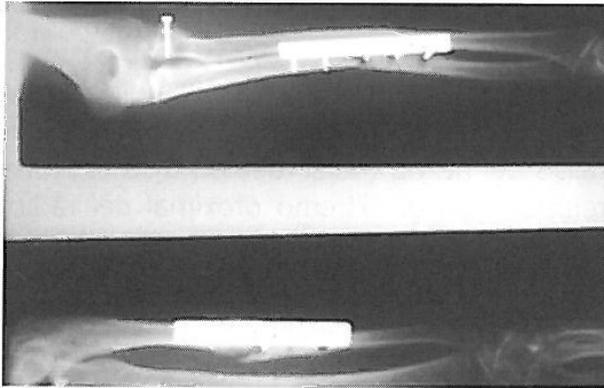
Radiografía de control: fijación de la fractura cubital con placa de Müller y de la cúpula radial con tornillo (vistas laterales).
